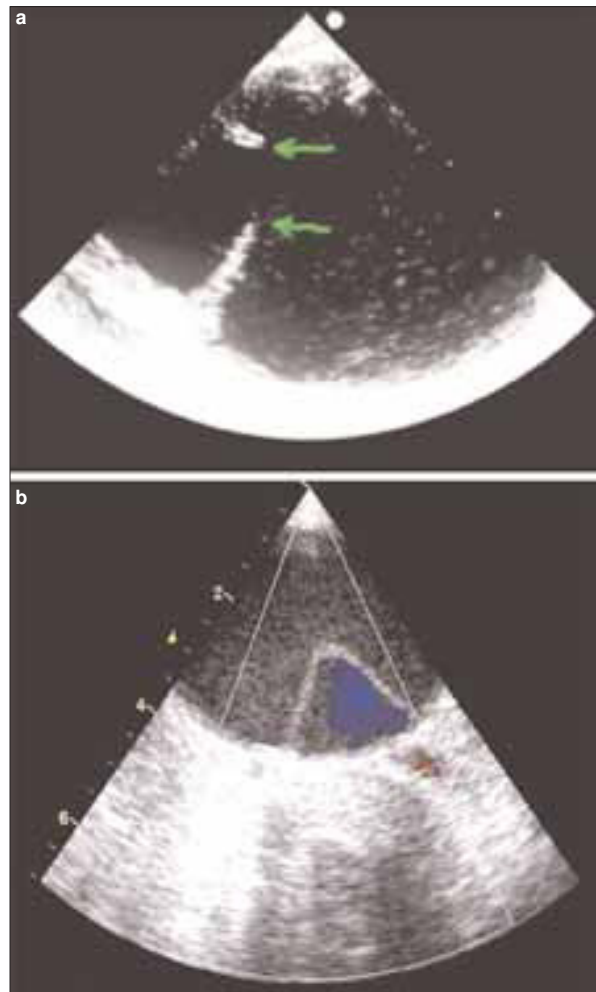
Ecocardiografía transesofágica: a) Puerta de entrada de 12 mm localizada en la aorta descendente; b) Disección de tipo B con compresión de la luz verdadera por la luz falsa.
